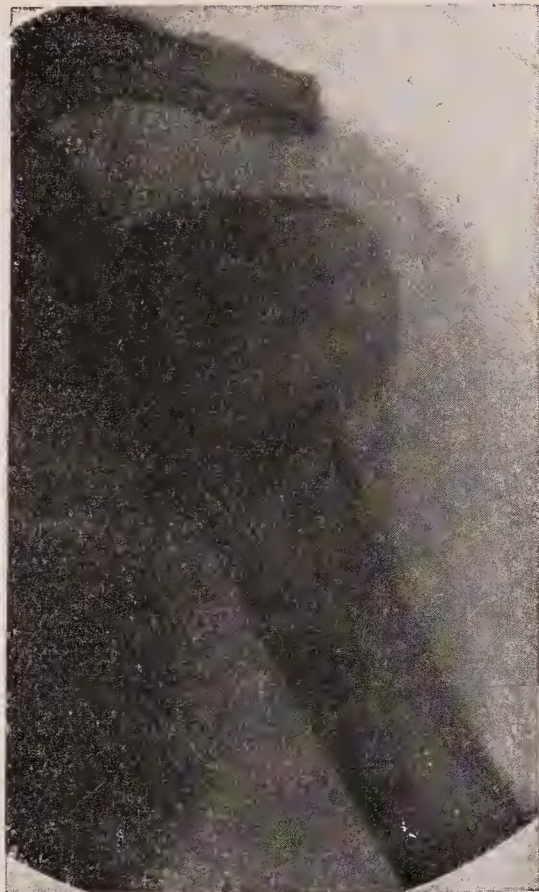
Oberarmhalsbruch im Röntgenbild mit beginnender Callusbildung.
